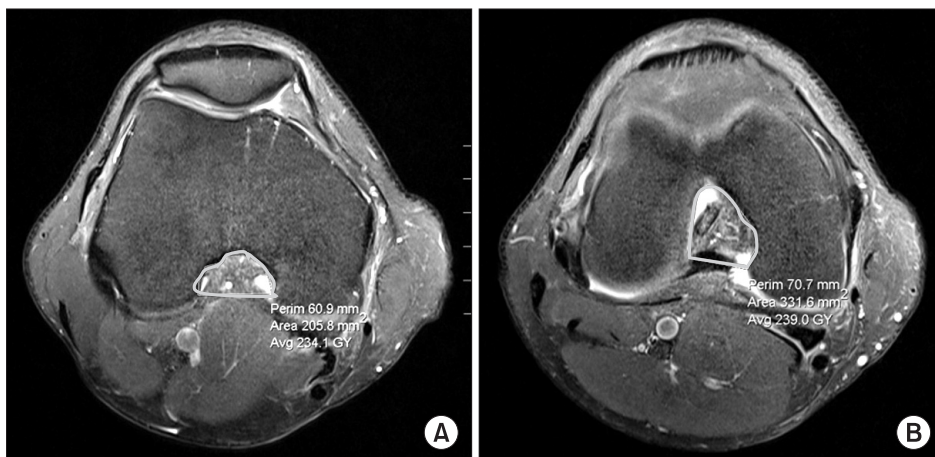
T2-weighted axial images. The borders of the notch are outlined. The posterior border of the notch: a line between the two points on the inside of the femoral condyles where the cartilage ends. (A) First image with both femoral condyles visible, as indicated by the articular cartilage. (B) Last image with continuity between the medial and lateral femoral condyles. The notch volume is calculated by summation of the area of all images within the defined femoral notch and multiplication by the slice thickness (3 mm).
